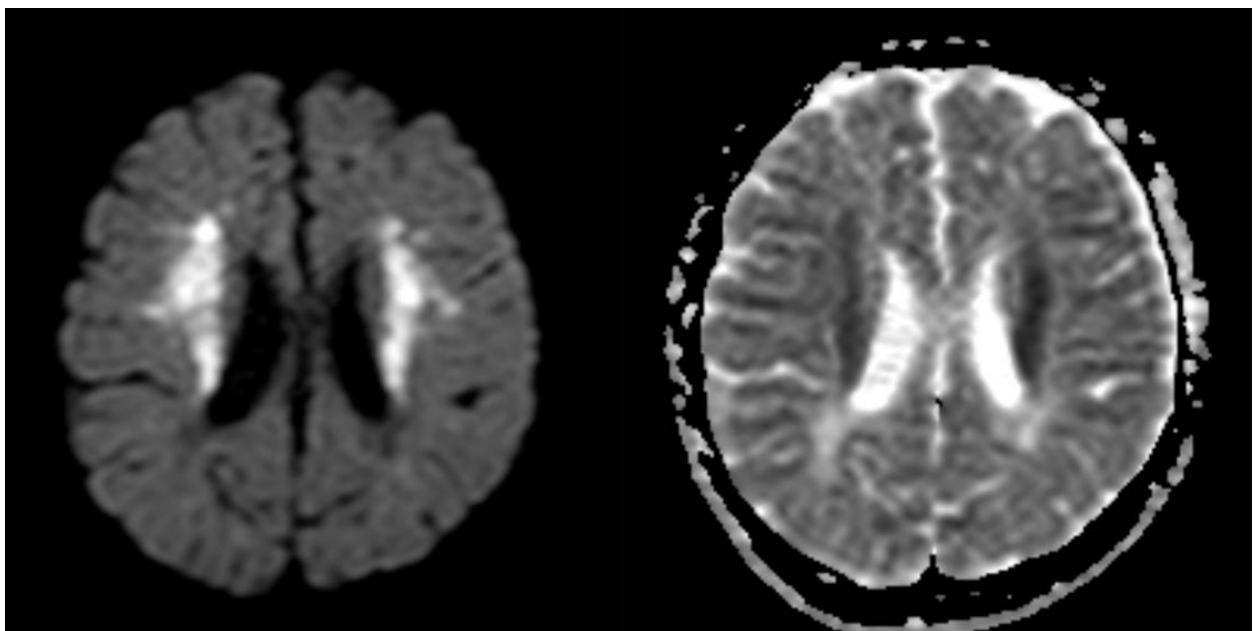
Участки с активным ограничением диффузии (b1000).
